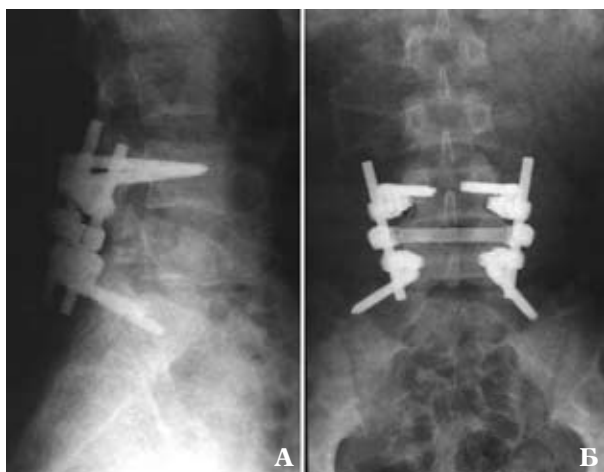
Рентгенограмма пояснично-крестцового отдела позвоночника того же пациента в ранний послеоперационный период. А — боковая проекция, Б — передне-задняя проекция
